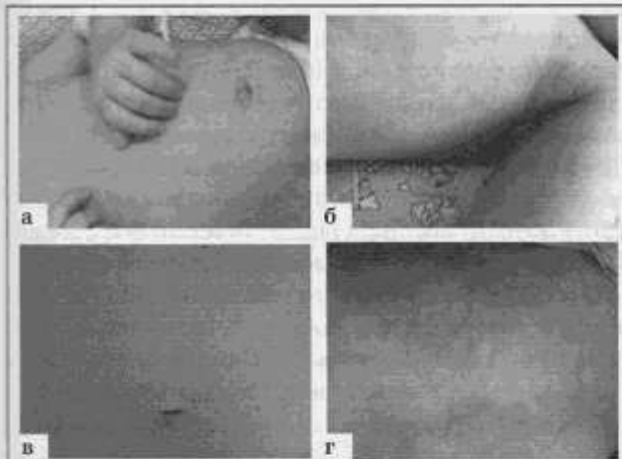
Поражение кожного покрова у пациентов с САМ при РЗ: а – поражение кожи у пациентки С., 2 года, с сЮИА и САМ в дебюте заболевания; б – поражение кожи у пациента К., 10 лет, с сЮИА и САМ на фоне обострения сЮИА; в – поражение кожи у пациентки К., 14 лет, с СКВ и САМ в дебюте заболевания; г – поражение кожи у пациента Н., 10 лет, с СКВ и САМ после инфузии ритуксимаба.
